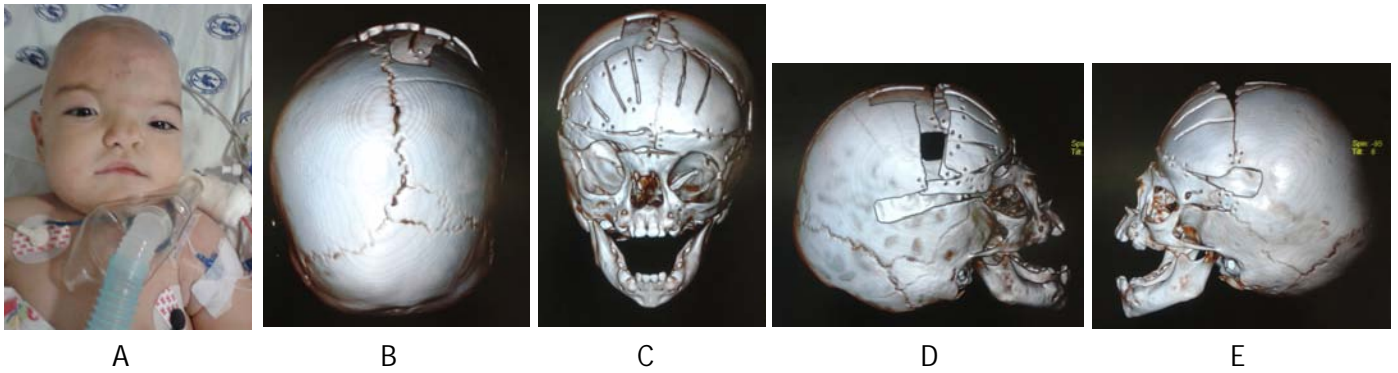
A) Post-operatorio inmediato, B) TC 3D hacia el vertex, donde se muestra el avance de la barra orbitaria para compensar la ausencia de sutura coronal, C) TC 3D AP, recuperación morfológica de la orbita afectada, D) TC 3D vista lateral derecha, nótese el avance fronto-orbitario del lado afectado, E) TC3D vista lateral izquierda, lado sano, solo es compensatorio al afectado.
